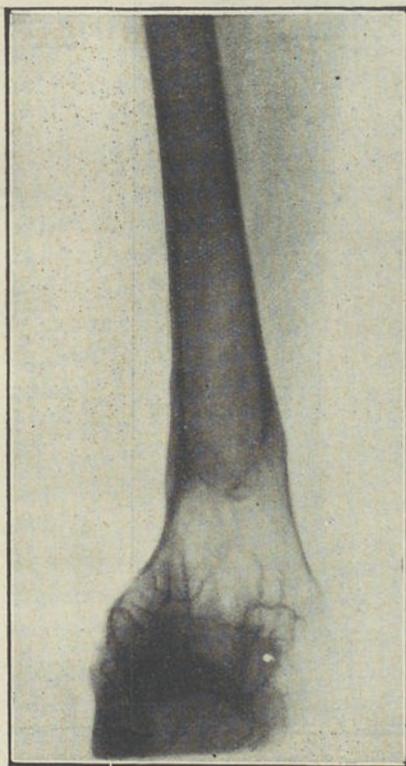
Radiografia do fêmur fracturado.
